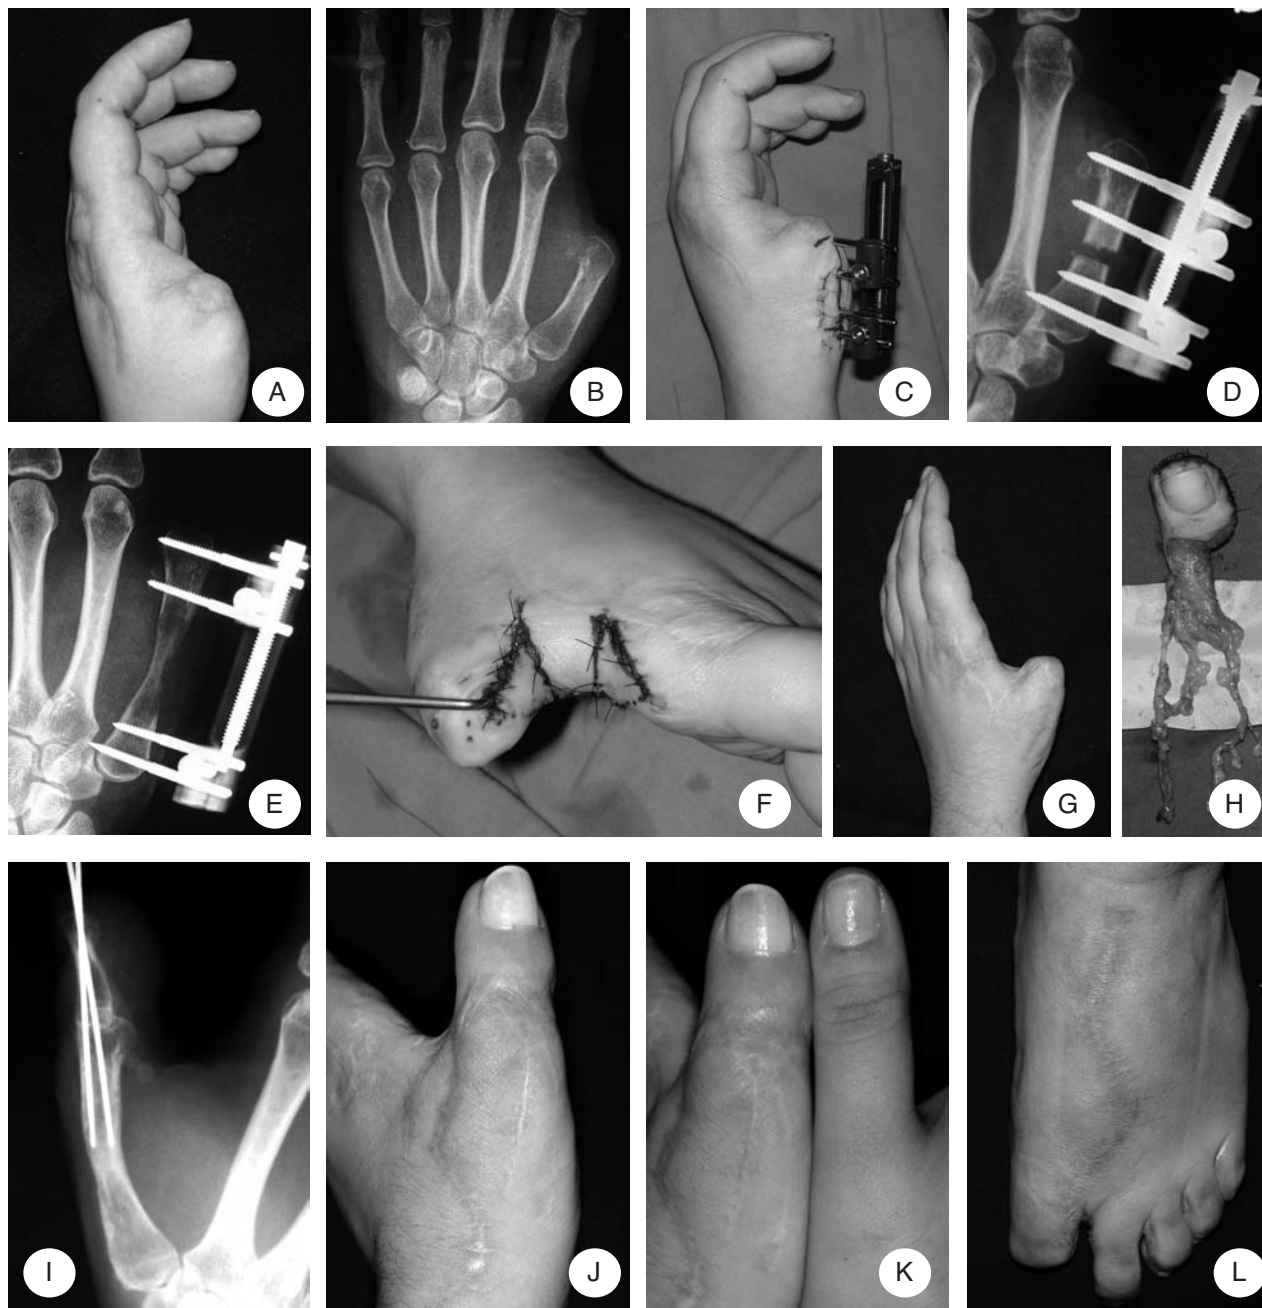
A, B) Quadro clinico e radiografico (caso n. 1) d'amputazione del pollice sinistro alla metacarpofalangea; C, D) Allungamento metacarpale mediante l'applicazione di mini fissatore; E) Riempimento del "gap osseo" dopo 64 giorni di distrazione; F) Approfondimento del primo spazio, al momento della rimozione del fissatore, mediante lembo tipo Ostrowski; G) Risultato clinico del pollice dopo l'allungamento; H, I) Prelievo del lembo libero dell'alluce secondo la metodica del mini "wrap-around" e successiva osteosintesi; J-L) Risultato clinico finale del pollice ricostruito e della zona donatrice, a distanza di 81 mesi.
